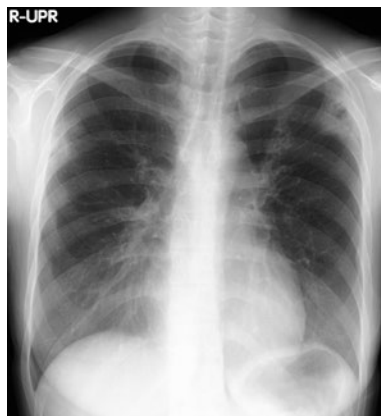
胸部単純X線写真. 両側上肺野末梢側に一部空洞を伴う限局性の浸潤影を認めた.
